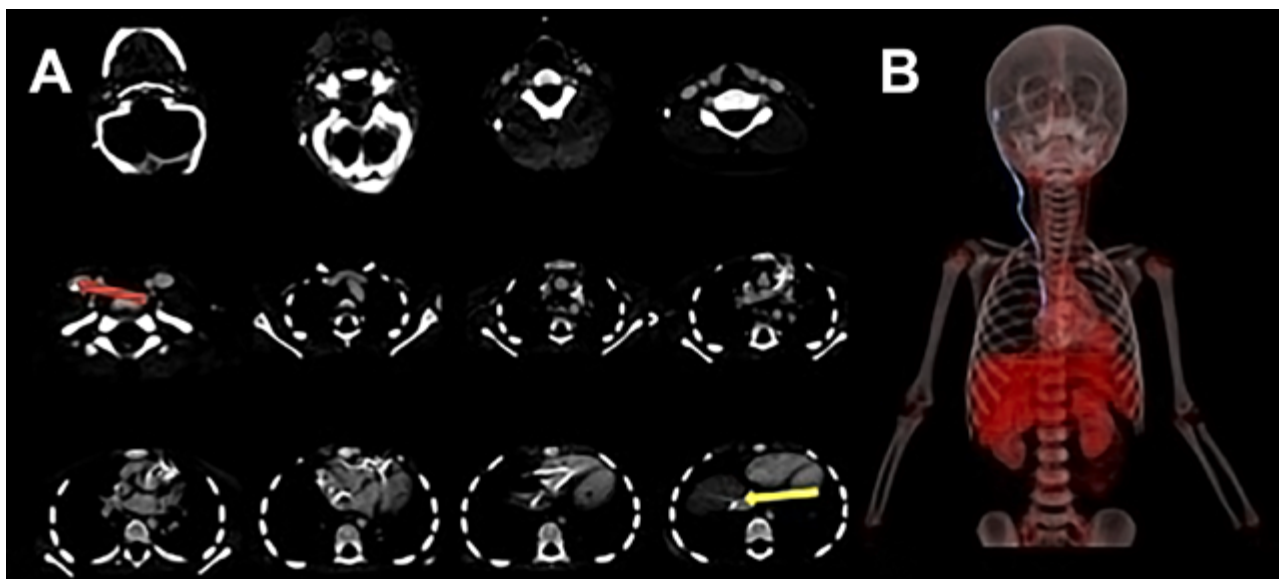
A) Tomografía computarizada de tórax del Caso 2. Se señala la posición anormal del catéter distal, que ingresa en las cavidades derechas a través de la vena yugular interna (flecha roja), alcanzando posteriormente la arteria pulmonar, para después volver a las dextro cavidades e introducirse en la vena cava inferior con localización de su extremo distal a nivel de la vena suprahepática derecha (flecha amarilla). B) Reconstrucción 3D del catéter distal ingresando al atrio derecho.
